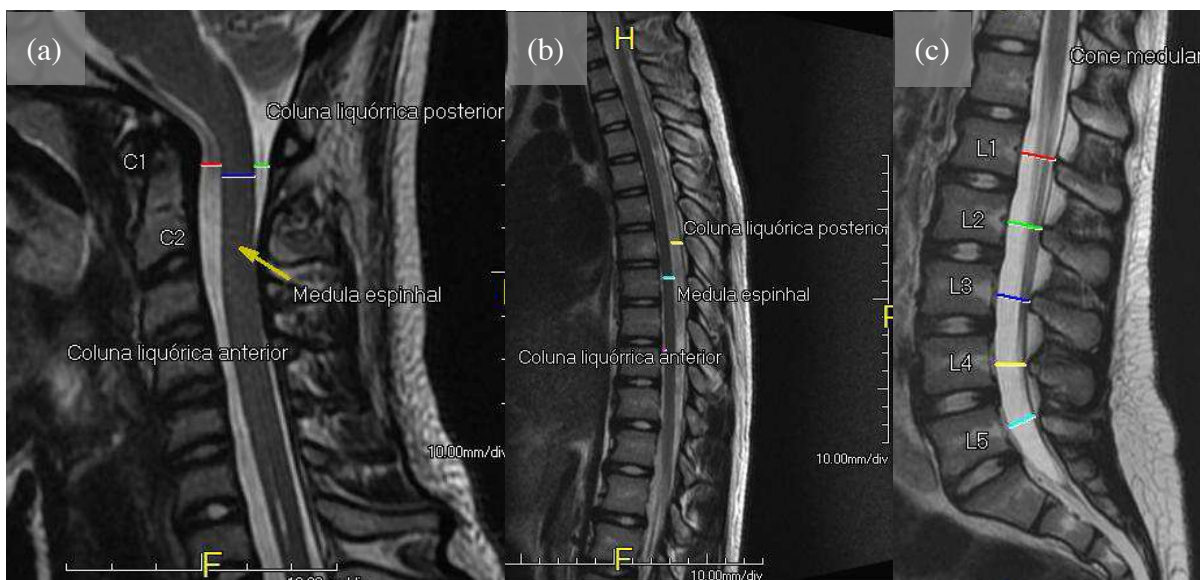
Ressonância magnética da coluna cervical, torácica e lombossacra – referências para medidas da espessura da medula espinhal e das colunas líquóricas anterior e posterior, e do diâmetro anteroposterior do saco dural no plano de cada corpo vertebral: (a) coluna cervical; (b) coluna torácica; (c) coluna lombossacra. Arquivo pessoal do autor.
